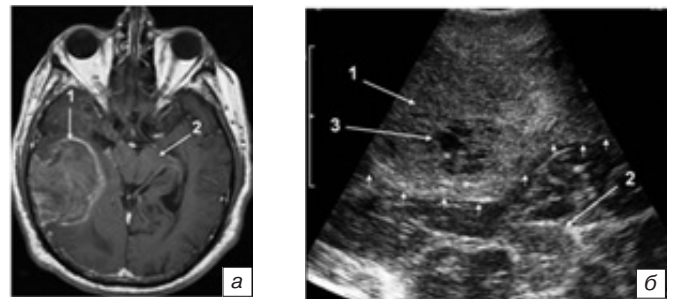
МРТ головного мозга и ИС пациента И., 62 лет с метастазом низкодифференцированного рака в правой височной доле: *a* — МРТ головного мозга в T1-режиме с контрастированием, в аксиальной проекции — визуализируется опухоль (1), интенсивно накапливающая контраст по периферии. Ствол мозга (2); *б* — ИС — определяется гиперэхогенное образование (1) с четкими, ровными контурами (маленькие стрелки), с гипоэхогенной кистой внутри опухоли (зона некроза) (3). Ствол мозга (2); *в* — Контрольная МРТ (через 19 ч после операции) головного мозга, T2-взвешенное изображение. Остаточной ткани опухоли нет. В зоне удаленной опухоли определяется киста с содержимым ликворной плотности. Fig. 7. Brain MRI and IS of patient И., 62 years old, with metastasis of low differentiated carcinoma into the right temporal lobe: *a* — Brain MRI, T1 with contrast, axial view — the tumor (1) with intensively peripheral accumulating of contrast is seen. Brainstem (2); *б* — intraoperative sonography — there is the hyperechoic lesion (1) with distinct straight borders (little arrows) and with hypoechoic cyst inside the tumor (necrosis zone) (3). Brainstem (2); *в* — Control brain MRI (in 19 hours after operation), T2. There is no remnant tumor tissue. The cyst with liquor density contents in the region of removed tumor.
